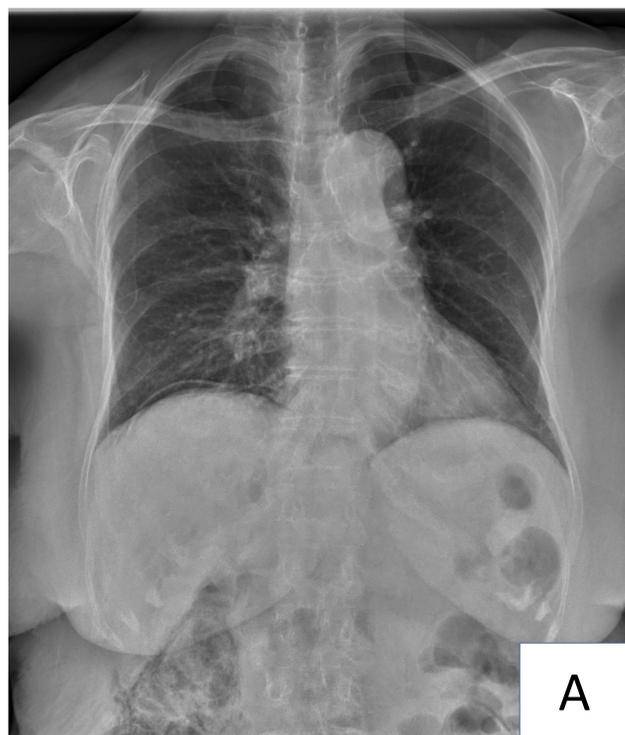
Paciente asintomática con hallazgo incidental de neumoperitoneo en radiografía de tórax preoperatoria (figura 2), correlación de los hallazgos con la TC. TC de abdomen con CIV en corte axial, ventana de pulmón en la que confirma la presencia de neumoperitoneo.
